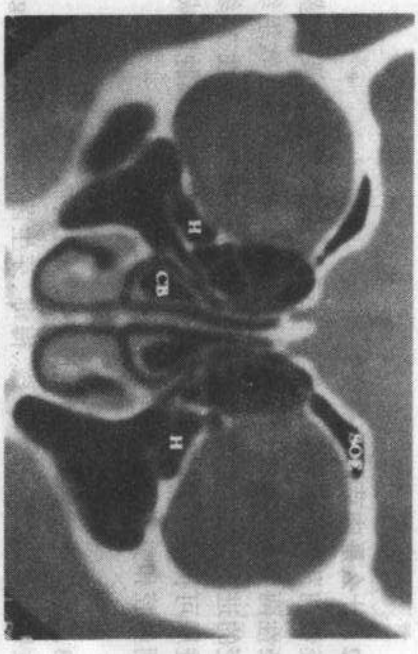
正常鼻窦。冠状CT扫描图像。前组筛骨形成的气房突至眶下壁形成Haller腔(H)。中鼻甲骨气化形成 concha bullosa腔(CB)。眶顶壁骨气化形成上眶筛气腔(SOE)
